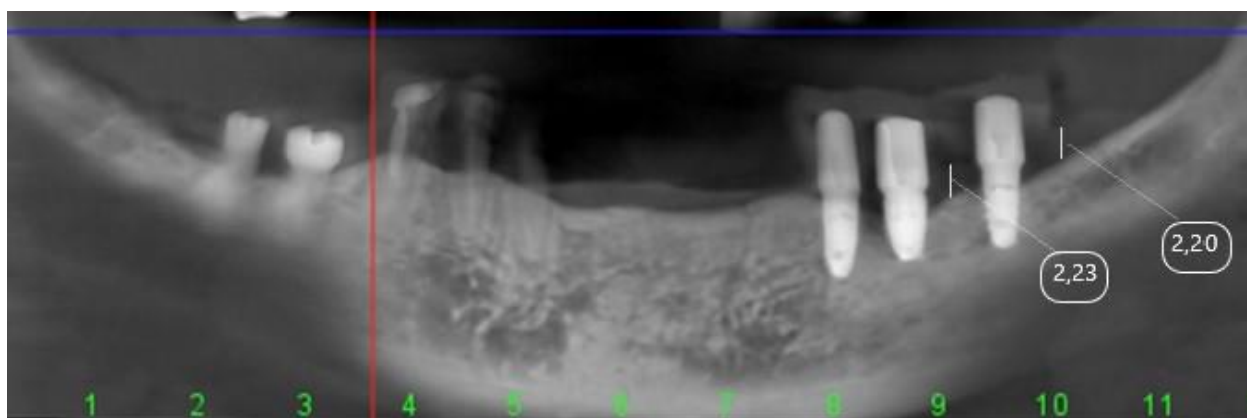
КЛ КТ (нативный срез) пациент А. 56 л., двусторонний дистально неограниченный дефект нижней челюсти, 1 класс по Кеннеди
